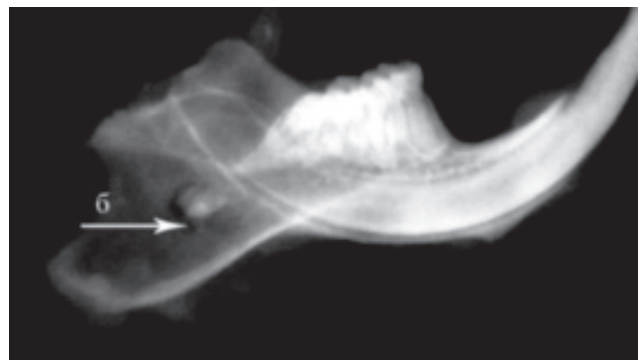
Рентгенологічний знімок нижньої щелепи щура зліва. Дослідна група, 14 доба експерименту.
